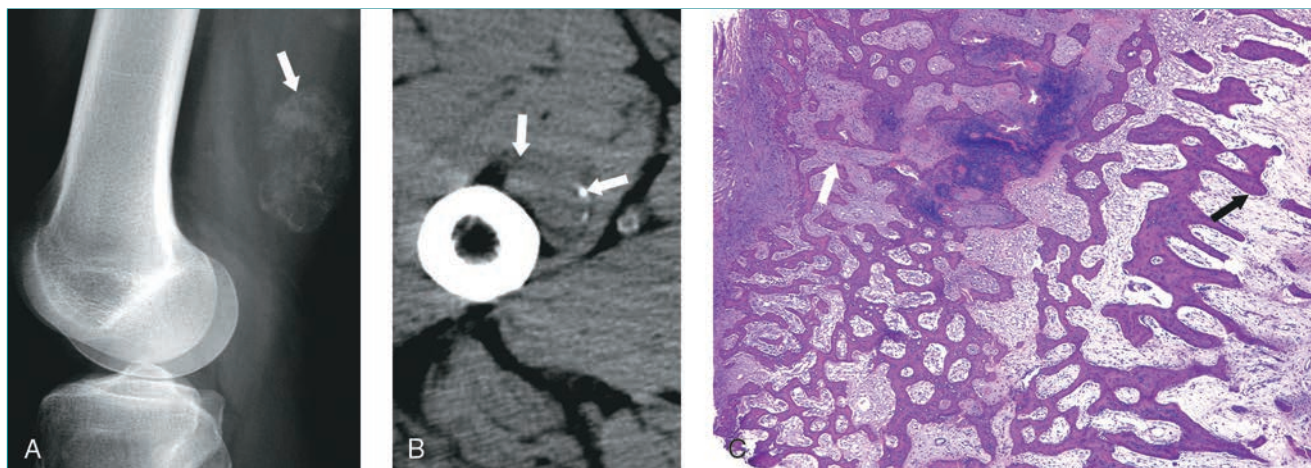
Ejemplos de miositis osificante. A, La radiografía lateral de la rodilla realizada cuatro semanas después de sufrir un traumatismo jugando al fútbol en la región posterior del muslo de un joven de 19 años revela calcificaciones algodonosas (flecha) en la musculatura posterior del muslo compatibles con miositis osificante en fase inicial. B, La TC del muslo de un paciente con miositis osificante traumática revela el contorno calcificado de la lesión (flechas) con tejido más maduro en la periferia. C, La imagen microscópica de una lesión de miositis osificante revela un patrón zonal (hematoxilina y eosina), con más hueso maduro hacia la periferia (flecha blanca) y tejido fibroso menos compacto hacia el centro (flecha negra).
